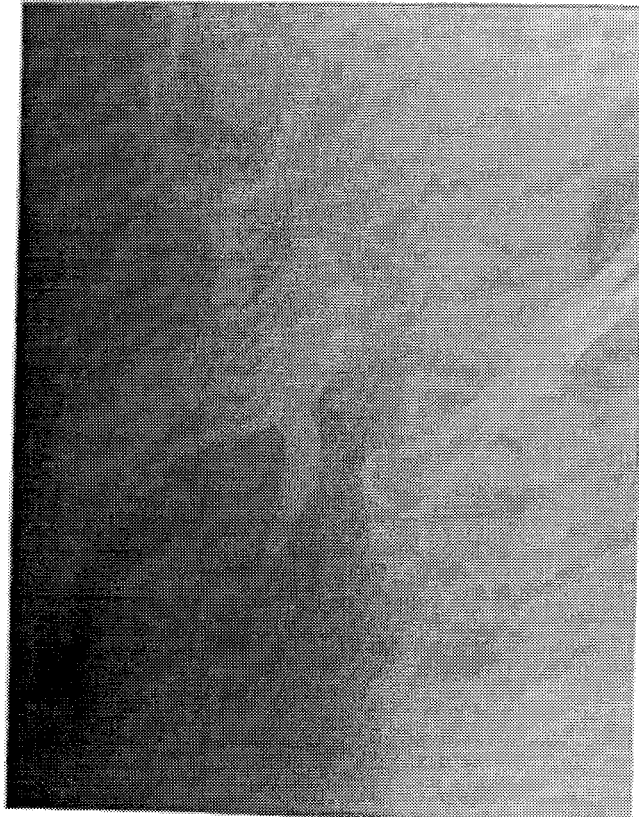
(Dosya no: 25249): Postoperatif 7. gün çekilen T-tüp kolanjiografide kalıntı taş görünümü.
